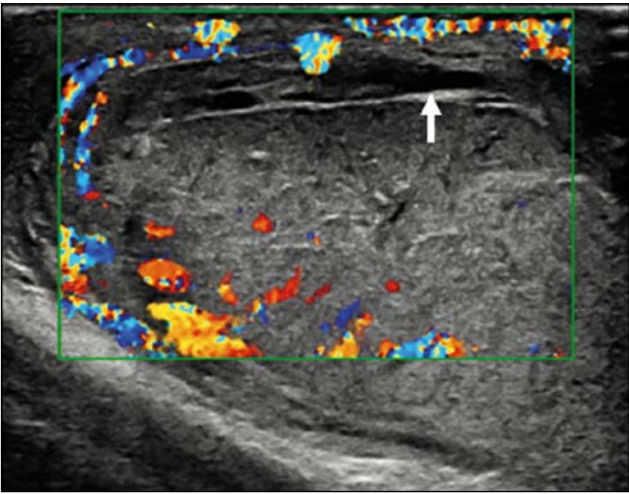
图2彩色多普勒超声影像显示睾丸形态不规则，断裂点存在无血管区（箭头）。
